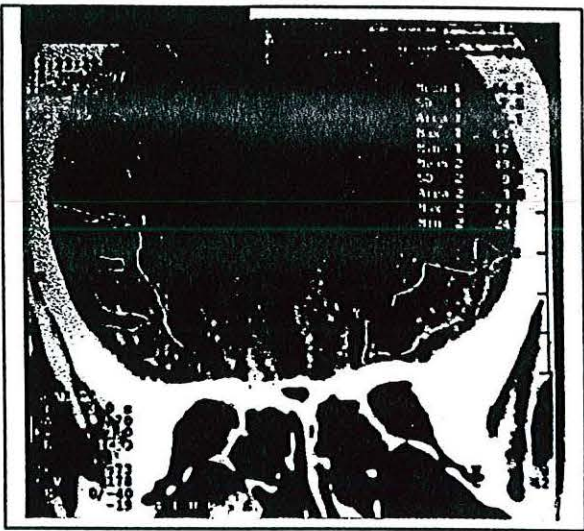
Corte coronal de TAC de cráneo. Se aprecia la disminución del volumen de los lóbulos temporales (marcados por el cursor del tomógrafo).
